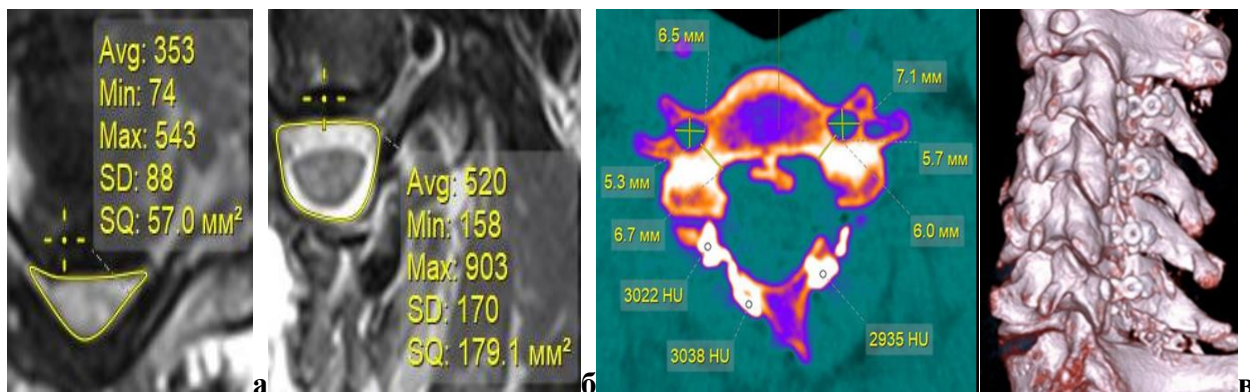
МРТ шейного отдела позвоночника пациента до (а) и после (б) костно-пластической декомпрессивной ламинопластики на уровне С3-С6. МСКТ шейного отдела позвоночника пациента после ламинопластики (в).
